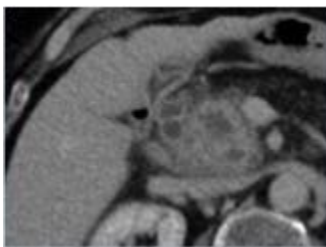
Pancreatitis del surco. Imagen de la izquierda: TCMD con CIV, coronal. Engrosamiento de 2ª porción de pared duodenal con formación quística intraparietal. Imagen de la derecha: RM Transversal T2 . Lesiones quísticas dependientes de la pared de 2ª porción duodenal.
